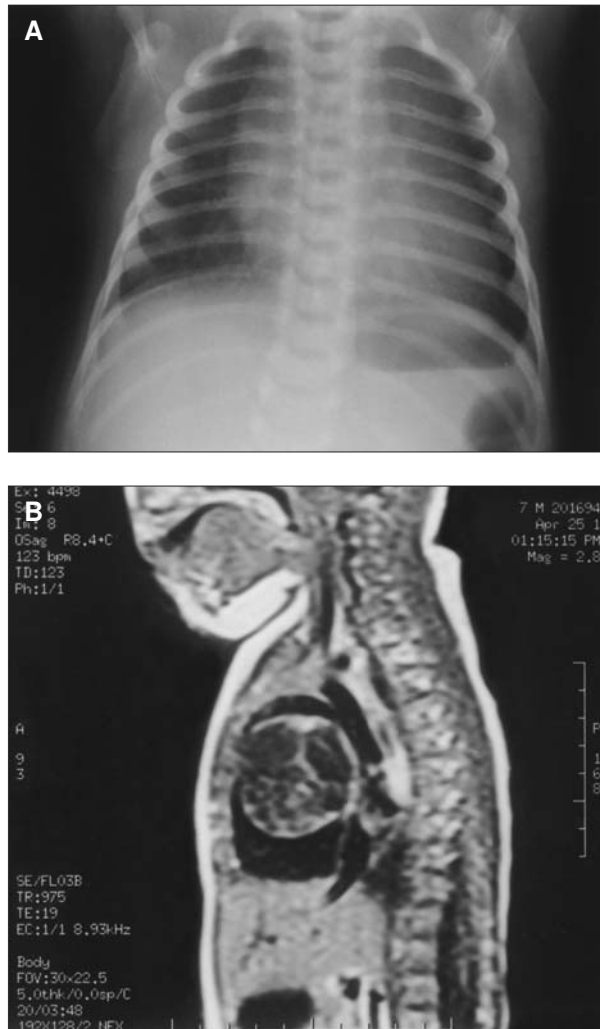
Primer caso. A) Radiografía de tórax: cardiomegalia global detectada. B) Corte sagital de RM que muestra masa en mediastino anterior de 55 mm independiente del timo, que contacta con aorta, con numerosos septos en su interior y marcado componente quístico compatible con teratoma.
